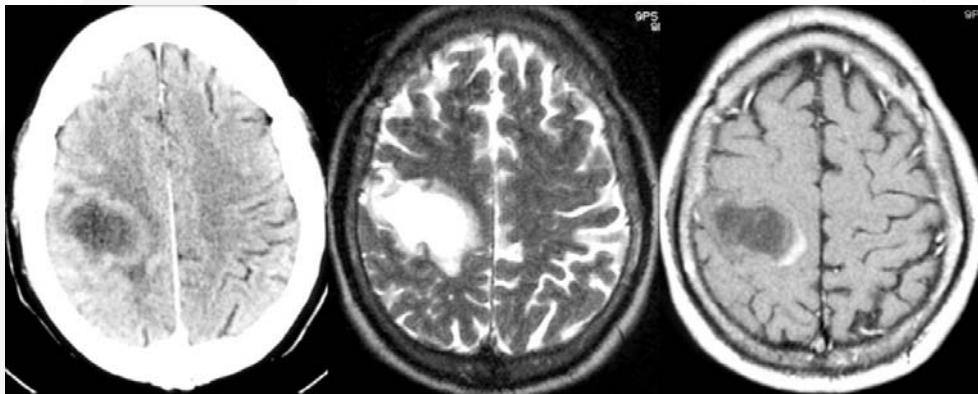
TC cerebral con contraste (izquierda) y RM cerebral con secuencias ponderadas en T2 (centro) y T1 con contraste (derecha) en el plano transversal en paciente con una lesión seudotumoral de origen desmielinizante. Obsérvese como la lesión muestra un realce en anillo incompleto con su margen abierto en contacto con la sustancia gris cortical.
